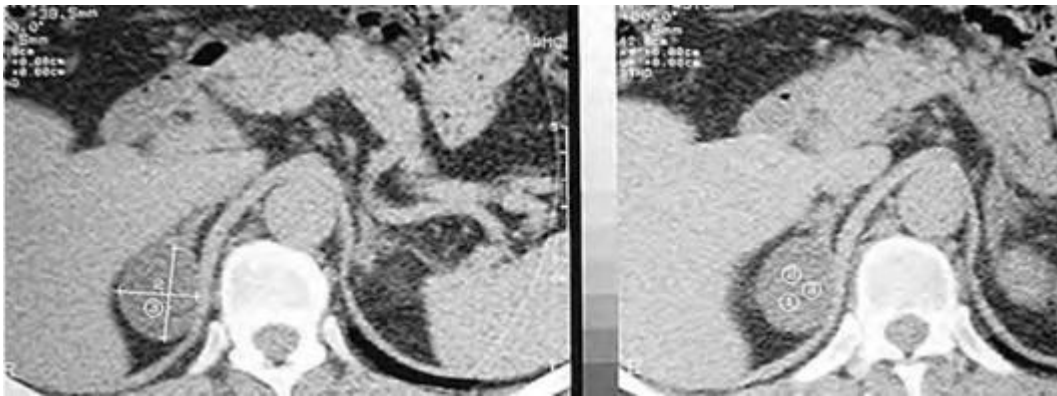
Мультиспиральная компьютерная томограмма надпочечников пациентки В.
